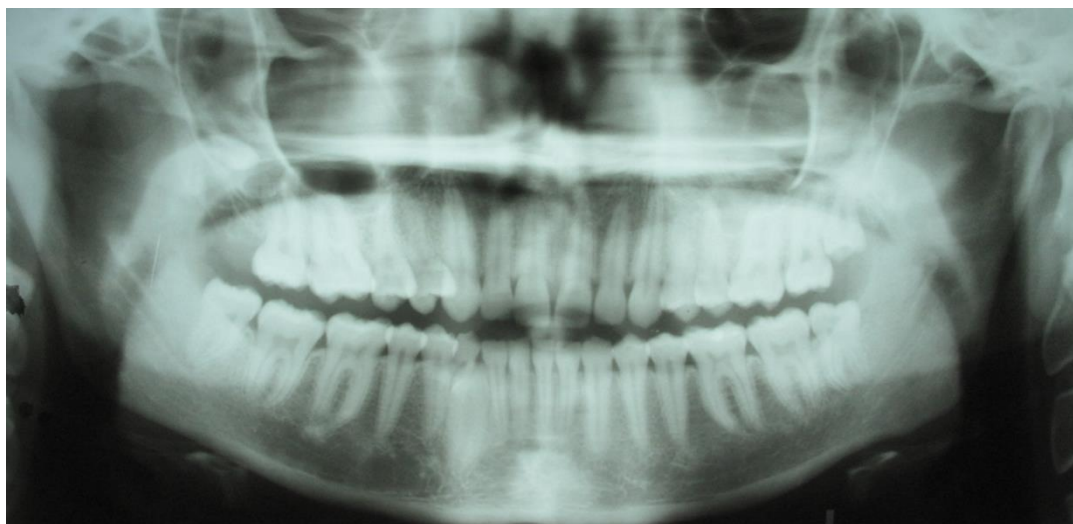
Ортопантомограмма пациентки М., 26 лет до лечения.
